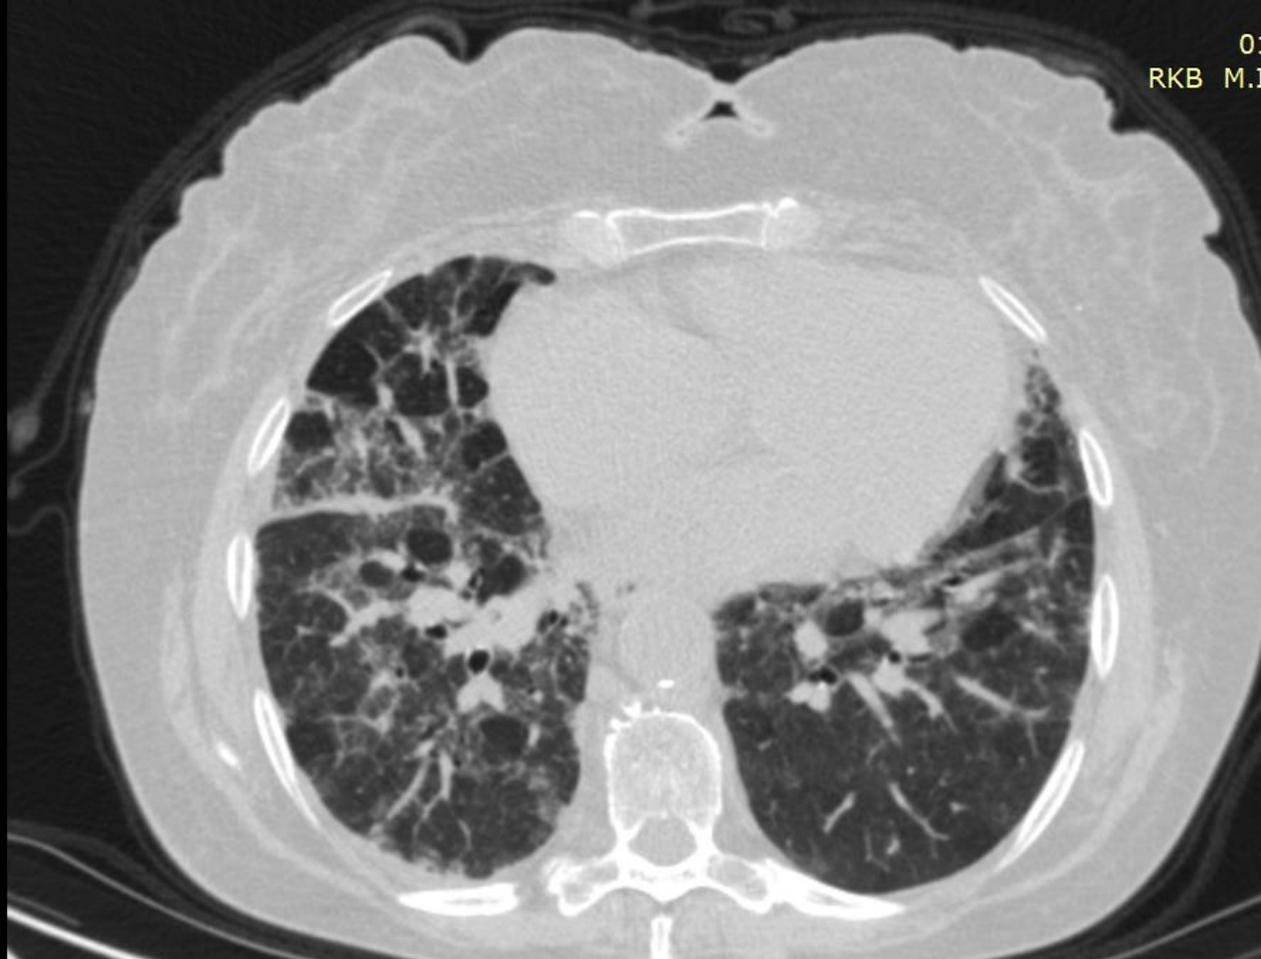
КТ ОГП пациентки с ГП. Участки «матового стекла», медиастанальная лимфоаденопатия.
